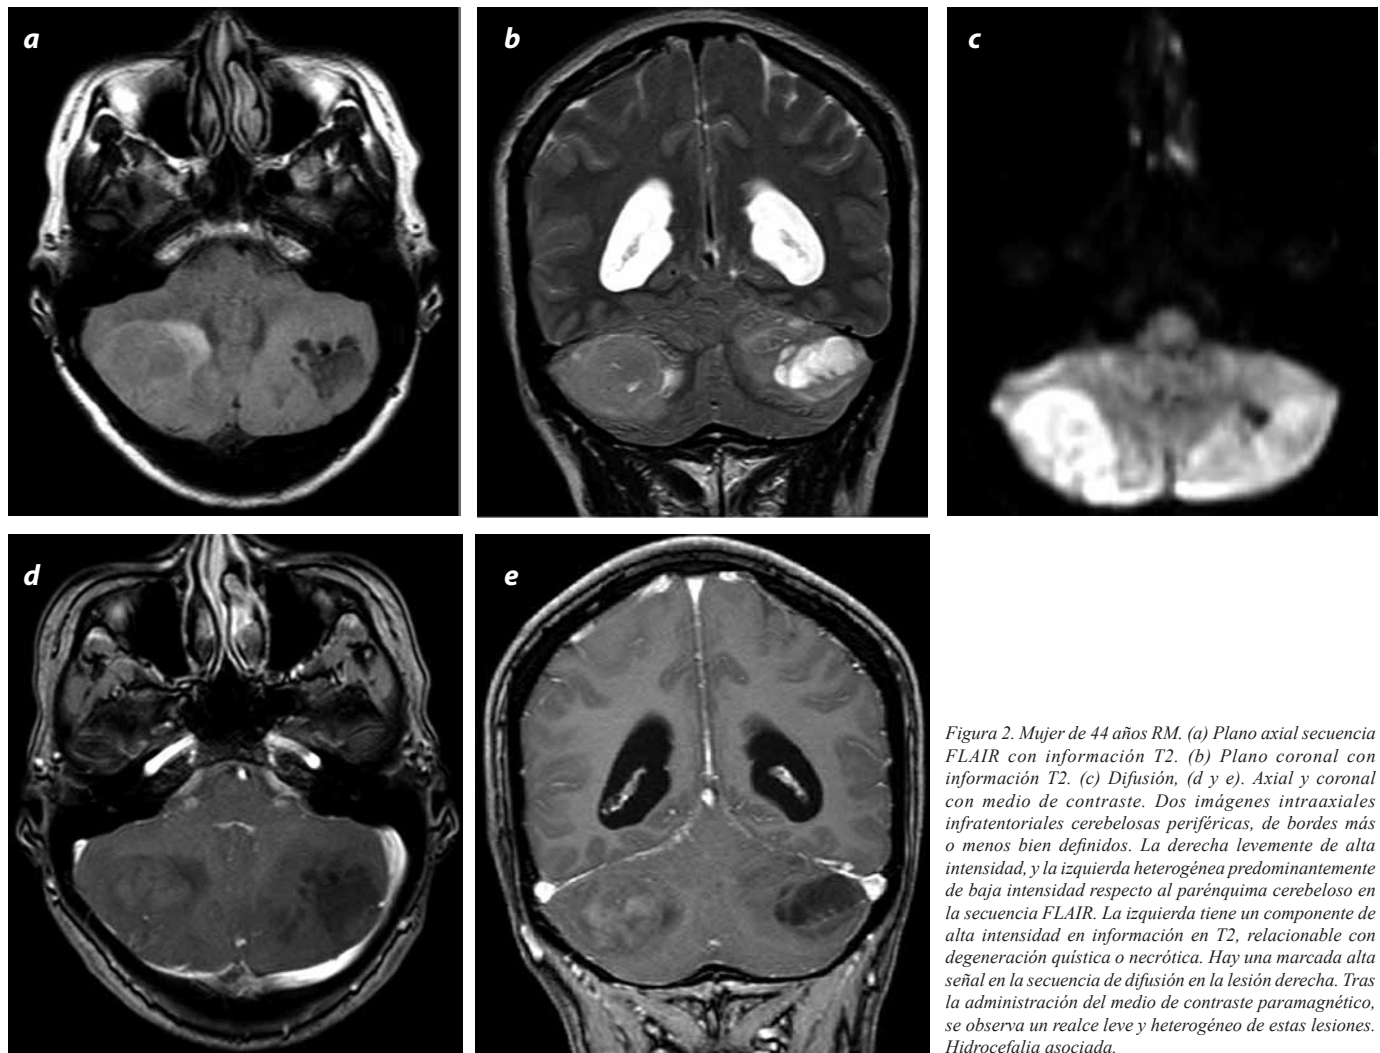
Mujer de 44 años RM. (a) Plano axial secuencia FLAIR con información T2. (b) Plano coronal con información T2. (c) Difusión. (d y e). Axial y coronal con medio de contraste. Dos imágenes intraaxiales infratentoriales cerebelosas periféricas, de bordes más o menos bien definidos. La derecha levemente de alta intensidad, y la izquierda heterogénea predominantemente de baja intensidad respecto al parénquima cerebeloso en la secuencia FLAIR. La izquierda tiene un componente de alta intensidad en información en T2, relacionable con degeneración quística o necrótica. Hay una marcada alta señal en la secuencia de difusión en la lesión derecha. Tras la administración del medio de contraste paramagnético, se observa un realce leve y heterogéneo de estas lesiones. Hidrocefalia asociada.
